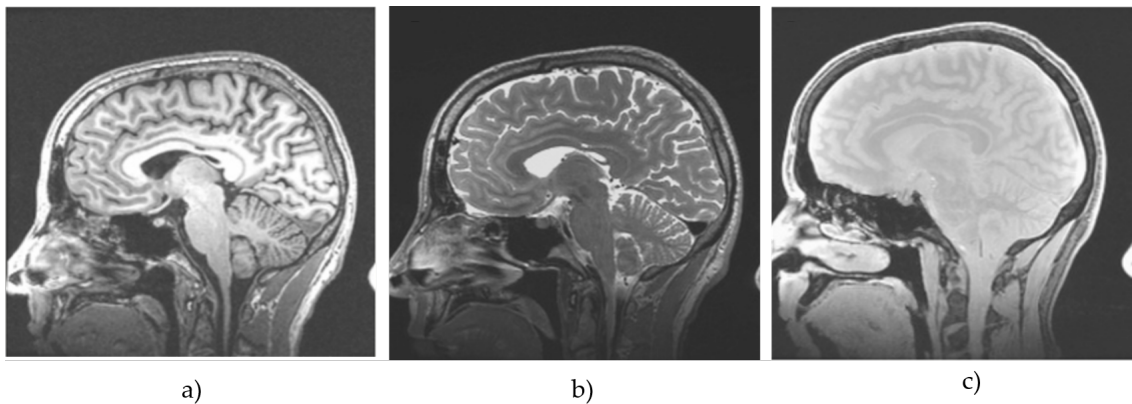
IRM ao cérebro, plano sagital. a) Imagem ponderada em T1; b) Imagem ponderada em T2; c) Imagem ponderada em DnP (Adaptado de [10])
